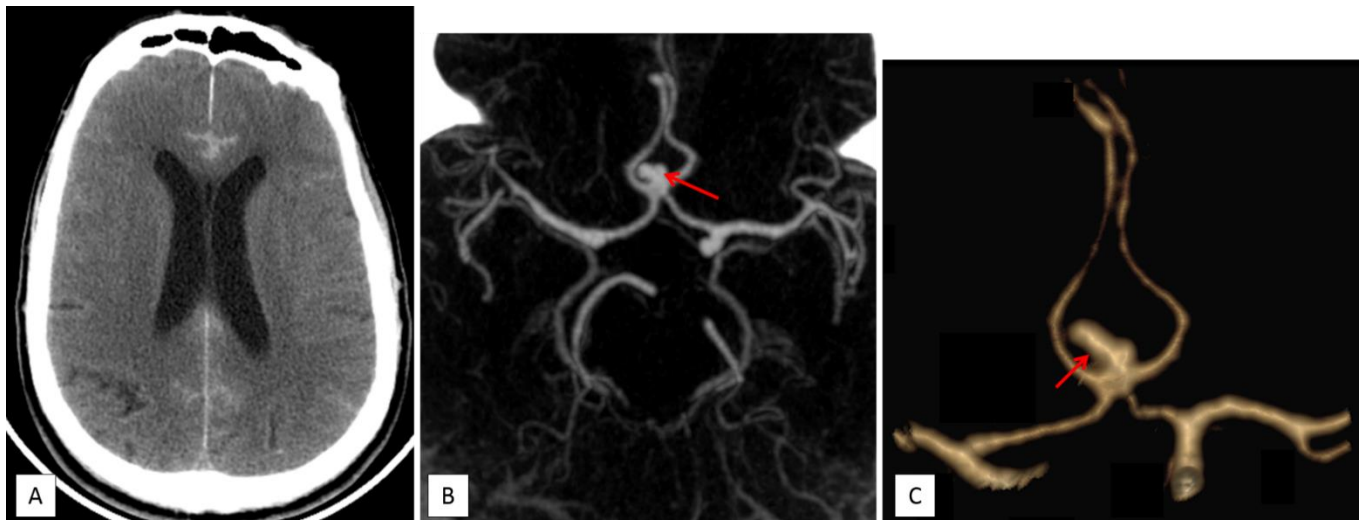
La TDM cérébrale sans injection (A) montre des hyperdensités spontanées des espaces sous arachnoïdiens plus marquée au niveau inter-hémisphérique correspondant à une HSA Fisher III. L'angioscanner en reconstruction (MIP : B et VR : C) objective la présence d'une image d'addition au niveau de la communicante antérieure correspondant à un anévrisme (flèches rouges).
